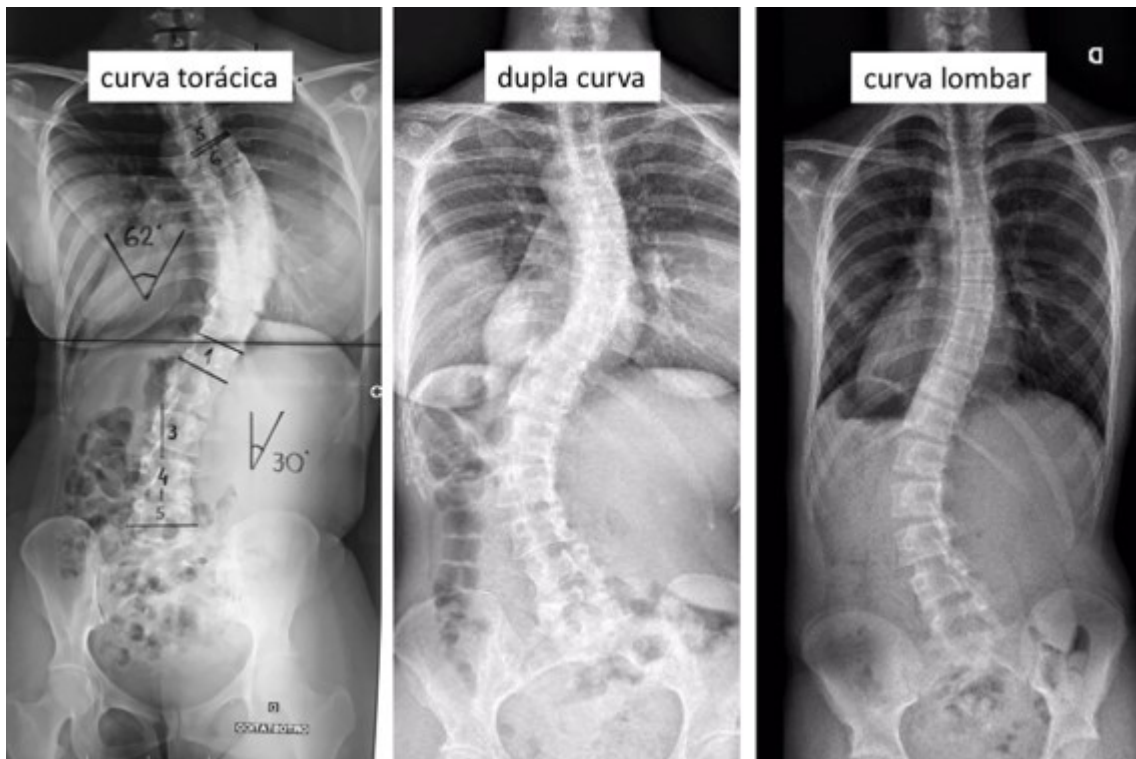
Radiografia da coluna com curvas simples (torácica e lombar) e curva dupla. Disponível em: <https://www.drgotfryd.com.br/escoliose-causas-sintomas-e-tratamentos/>
